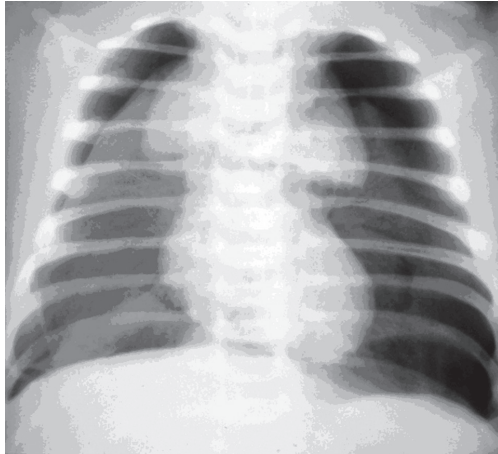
Оглядова рентгенограма ОГК недоношеної дитини віком 4 доби життя. Двобічний пневмоторакс, пневмомедіастинум I ст. Збільшення виличкової залози
